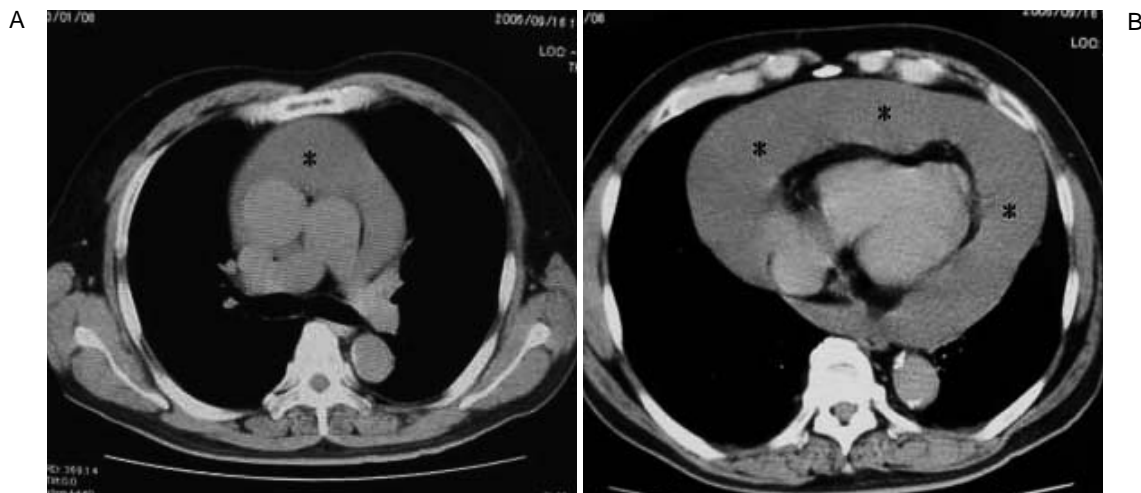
Computed tomography scan on admission showing massive pericardial effusion
